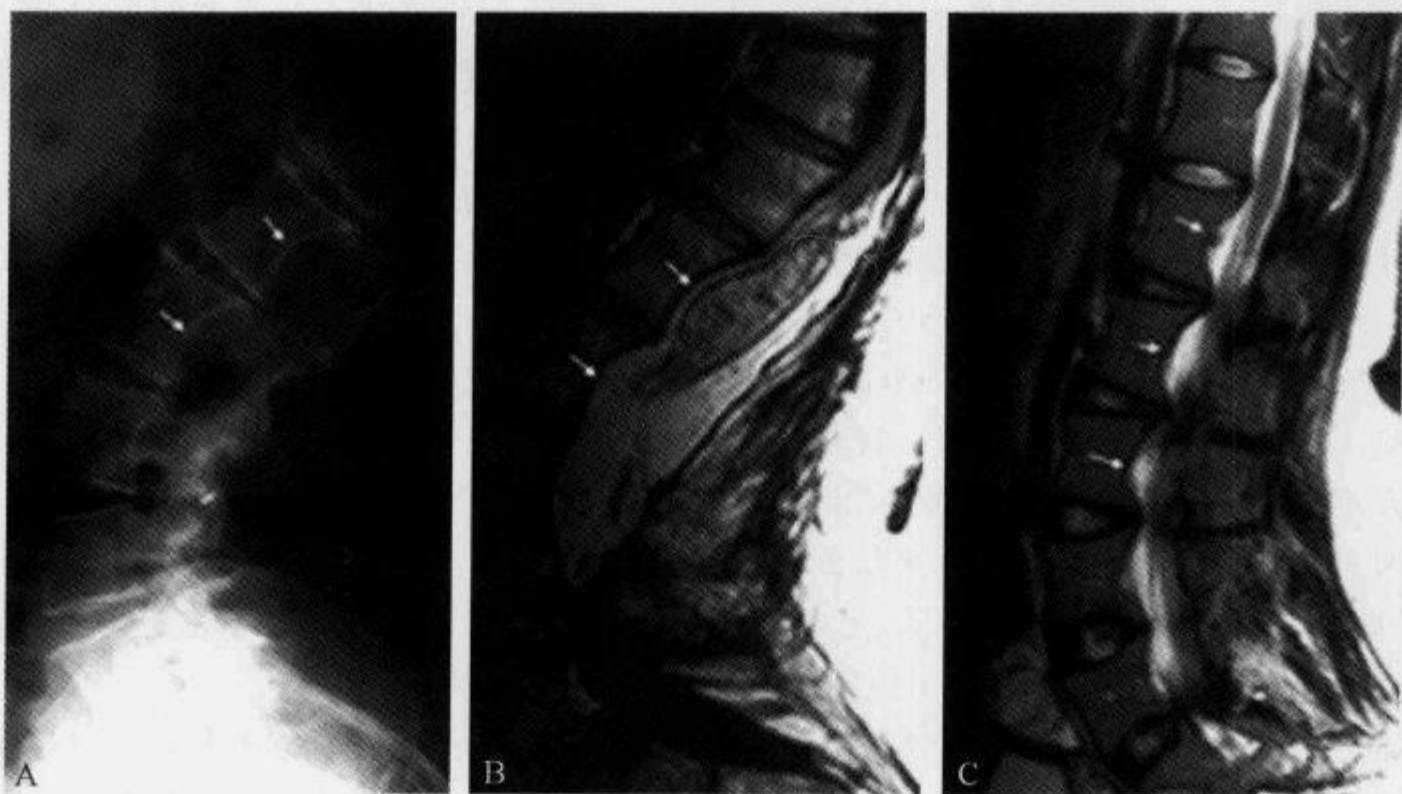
腰椎侧位平片及 MRI 示“椎体后缘扇贝形压迹征”
